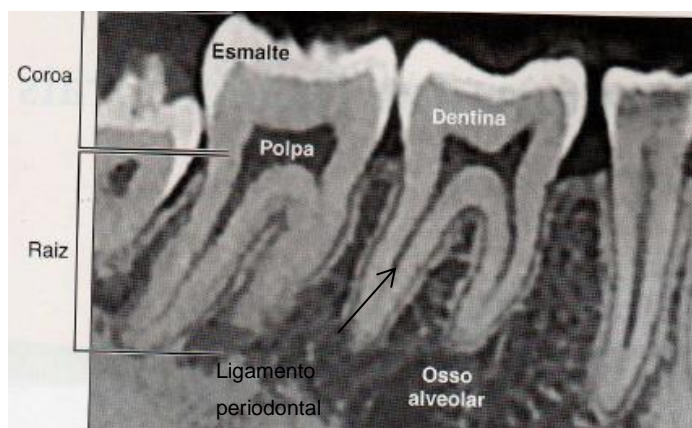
Estrutura do dente: corte de tomografia computadorizada em feixe cônico vertical dos molares e pré-molares mandibulares.
